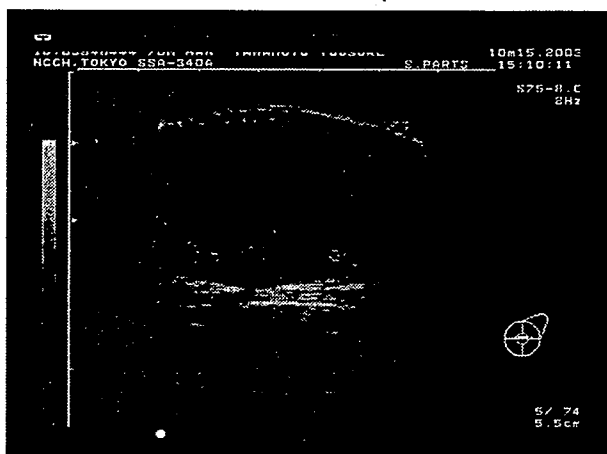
Ultrasound studies showed a cystic lesion with an intracystic component.
